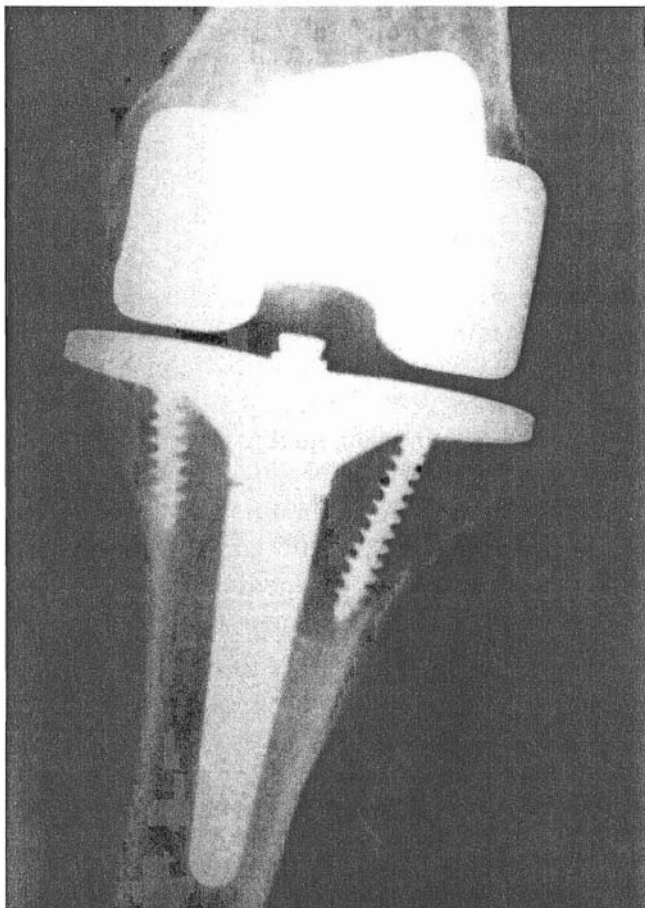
A y B.—Radiografías anteroposterior y lateral de la prótesis con un vástago de 80 mm a los 11 años de evolución. Resultado clínico excelente.
